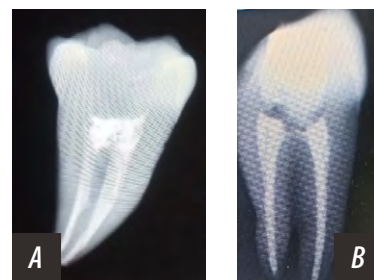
Рентгеновский снимок зуба, запломбированного «Виэдентом»: А — третий нижний моляр, В — первый верхний премоляр
